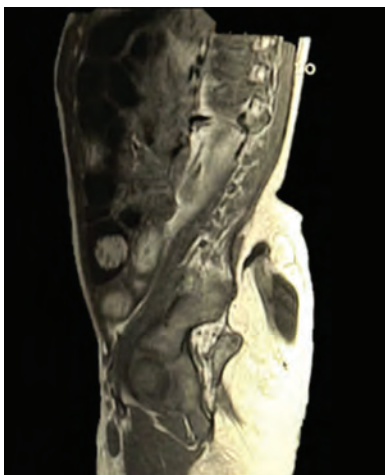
RM que muestra el lipomielomeningocele con datos de anclaje de la médula y cavidad siringomiélica de la misma.
